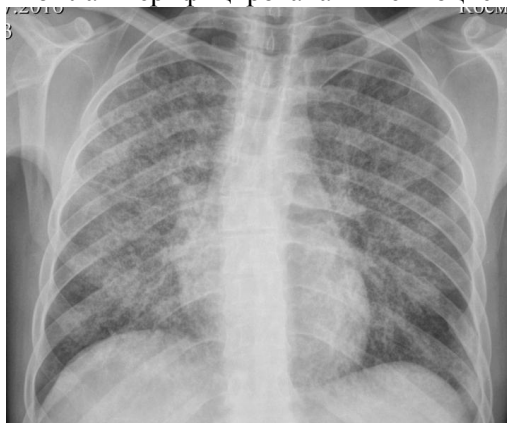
Пациент М., 23 года. Рентгенограмма органов грудной полости в прямой проекции. Диссеминированный процесс ассоциированный *Mycobacterium tuberculosis* и *Pneumocystis carinii*
